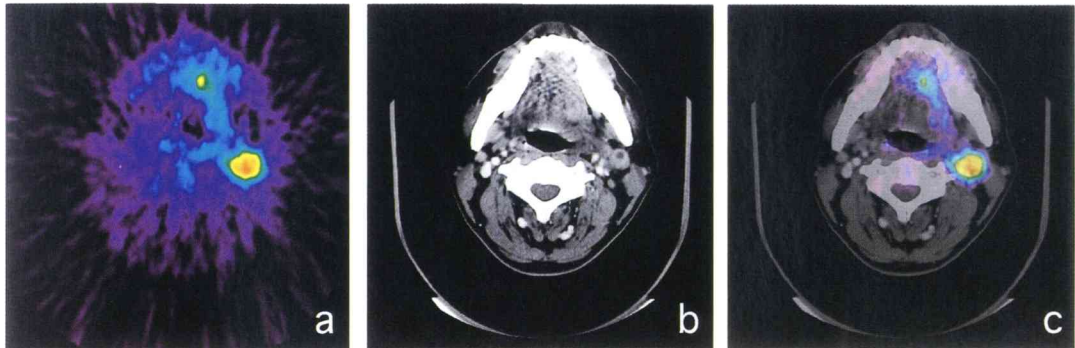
PET (a) and CT (b) show re-sliced transverse images. The PET image and CT image were overlapped on a computer (c). The red region reveals highly accumulation of FDG. This case is tongue cancer with lymph node metastasis in superior internal jugular nodes.
